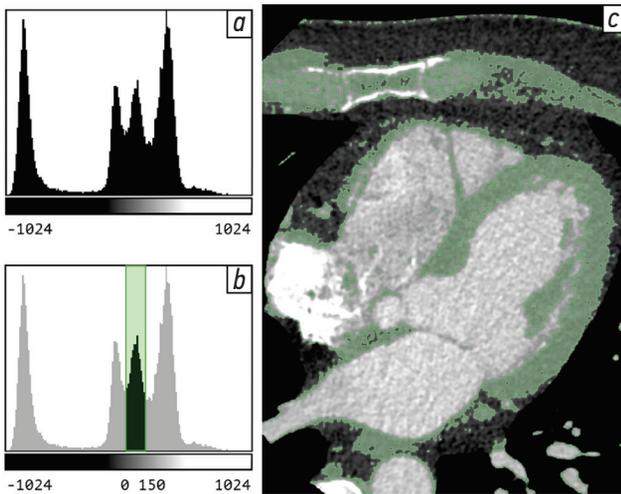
Сегментация методом пороговой бинаризации: *a* — гистограмма КТ-изображения; *b* — диапазон значений, включенный в маску сегментации; *c* — результат сегментации
